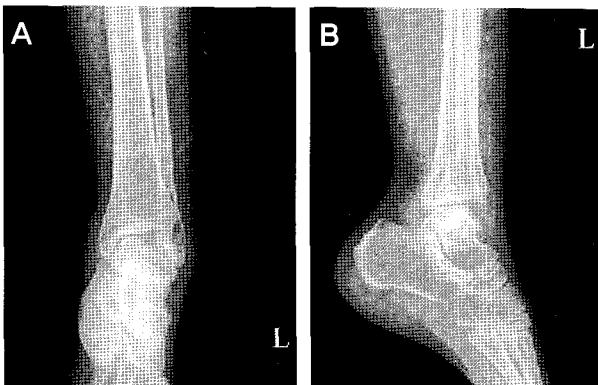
25-year-old male in traffic accident, Lt. ankle trimalleolar Fx. The initial radiographs for Lauge-Hansen Type supination-external rotation stage.
